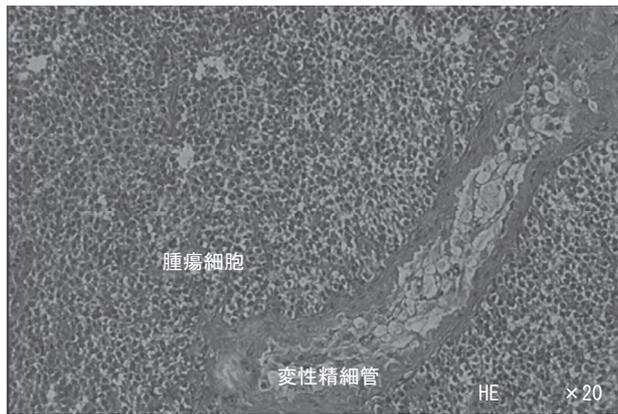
同一牛の左精巣の超音波検査で観察された限局性高輝度エコー像の腫瘍組織
